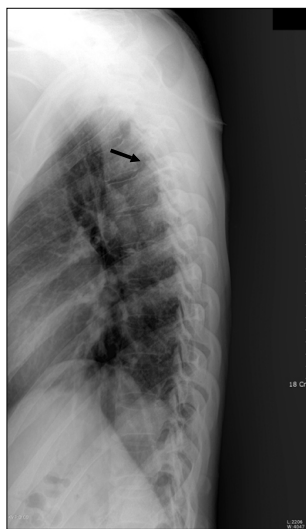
Lateral radiograph shows ossification of the yellow ligament with projections into the spinal canal at T2-3 level (arrow).
